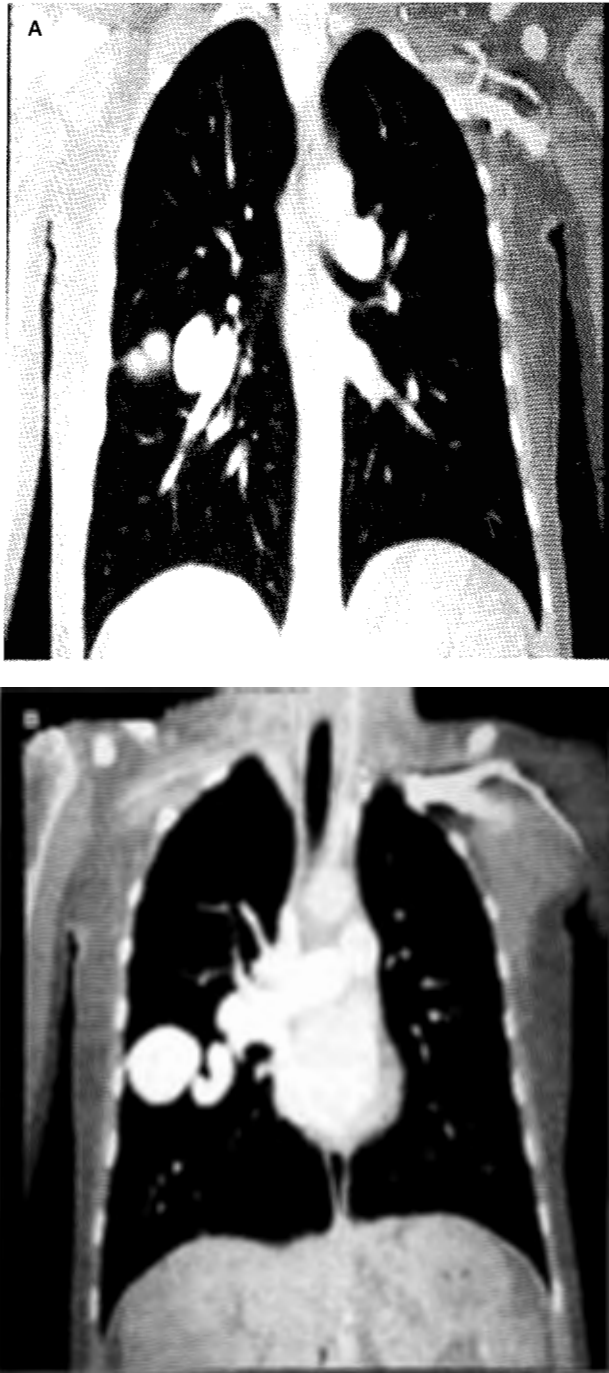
A y B: Angiotomografía computada donde se aprecian imágenes vasculares tortuosas en el hemitórax derecho correspondientes a la malformación vascular pulmonar.
